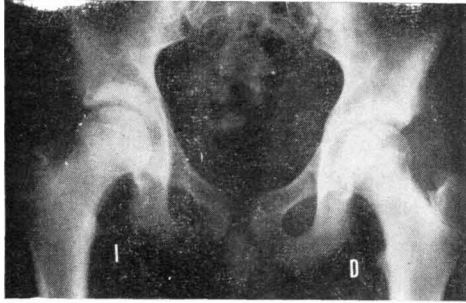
Radiografía anteroposterior de caderas correspondiente al caso 7 que muestra en el lado izquierdo signos de epifisiolisis. El signo de Trethowan-Klein es positivo pero el signo de Capener es negativo. La cadera derecha no presenta alteraciones.
